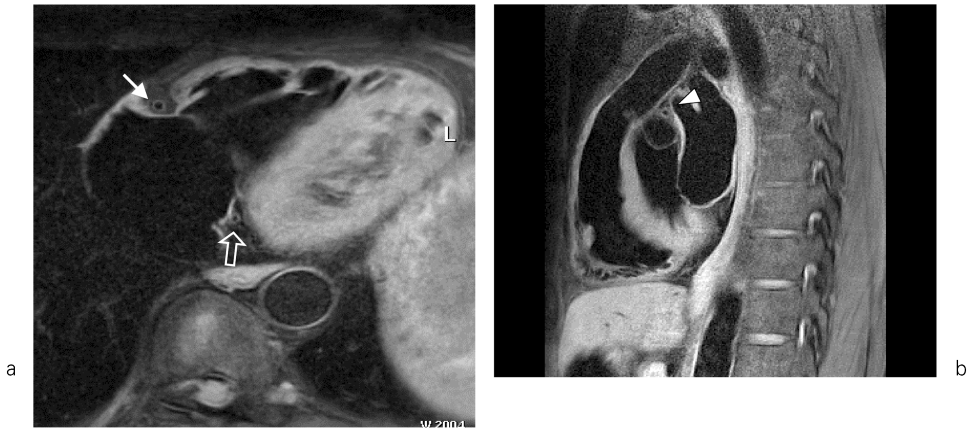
Vessel wall imaging of coronary arteries using black-blood fat-suppressed T2-weighted imaging in normal healthy volunteer
